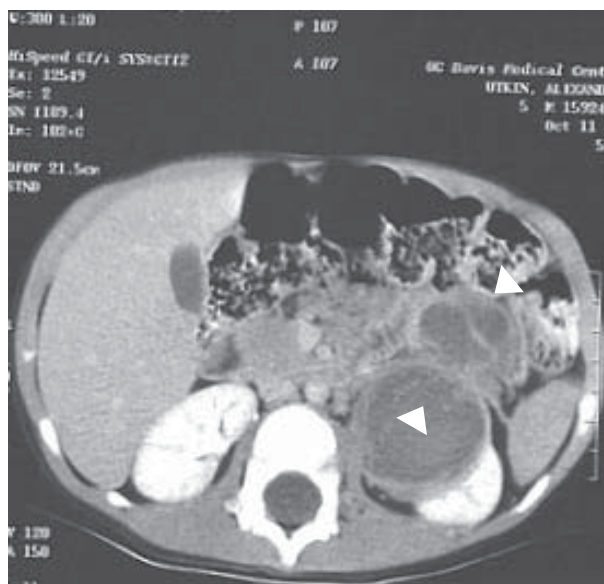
Рентгенівська комп'ютерна томограма пухлини нирки. Чітко видно, як частина нирки заміщена пухлинною масою
